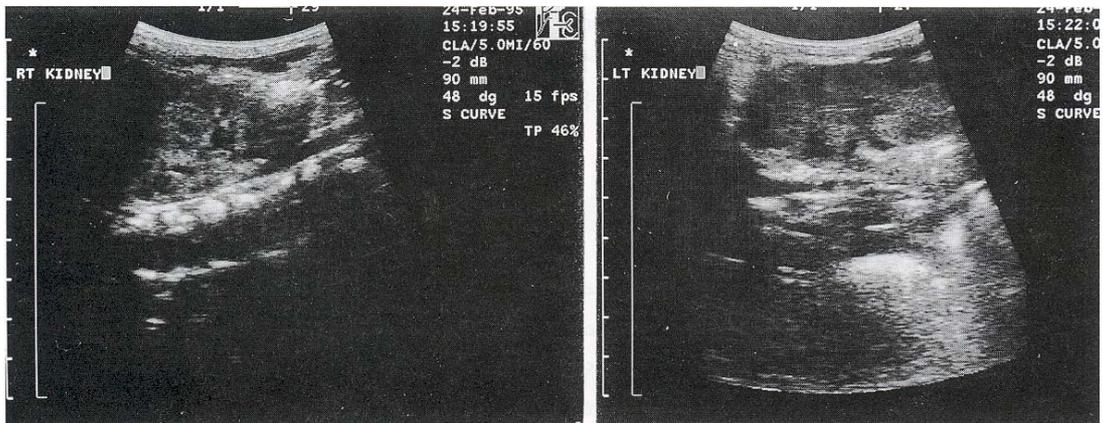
Abdominal ultrasonography shows indistinct corticomedullary junction in both kidneys.
